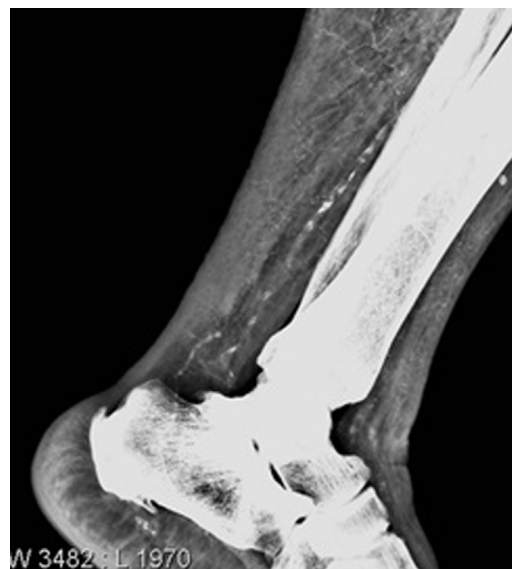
Radiografía simple de tobillo izquierdo.
